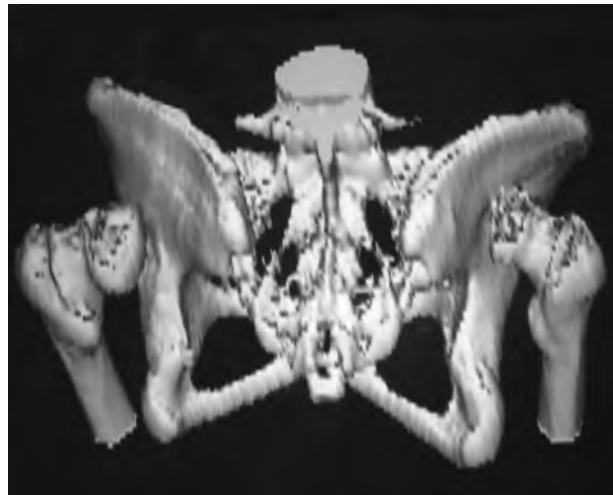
Reconstrucción de la tomografía computarizada (TC) 3D: luxación bilateral de cadera.
